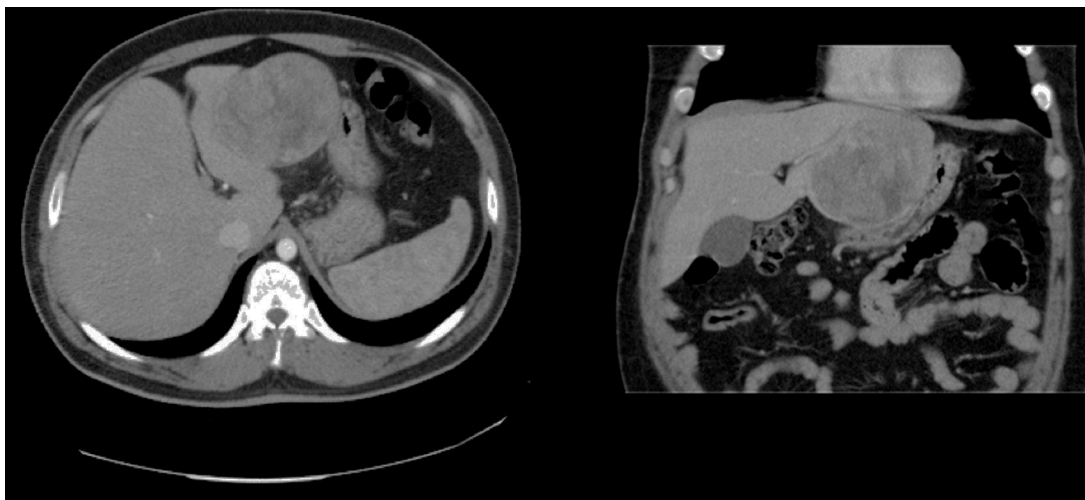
TAC axial y sagital: adenoma localizado en sector lateral izquierdo.
